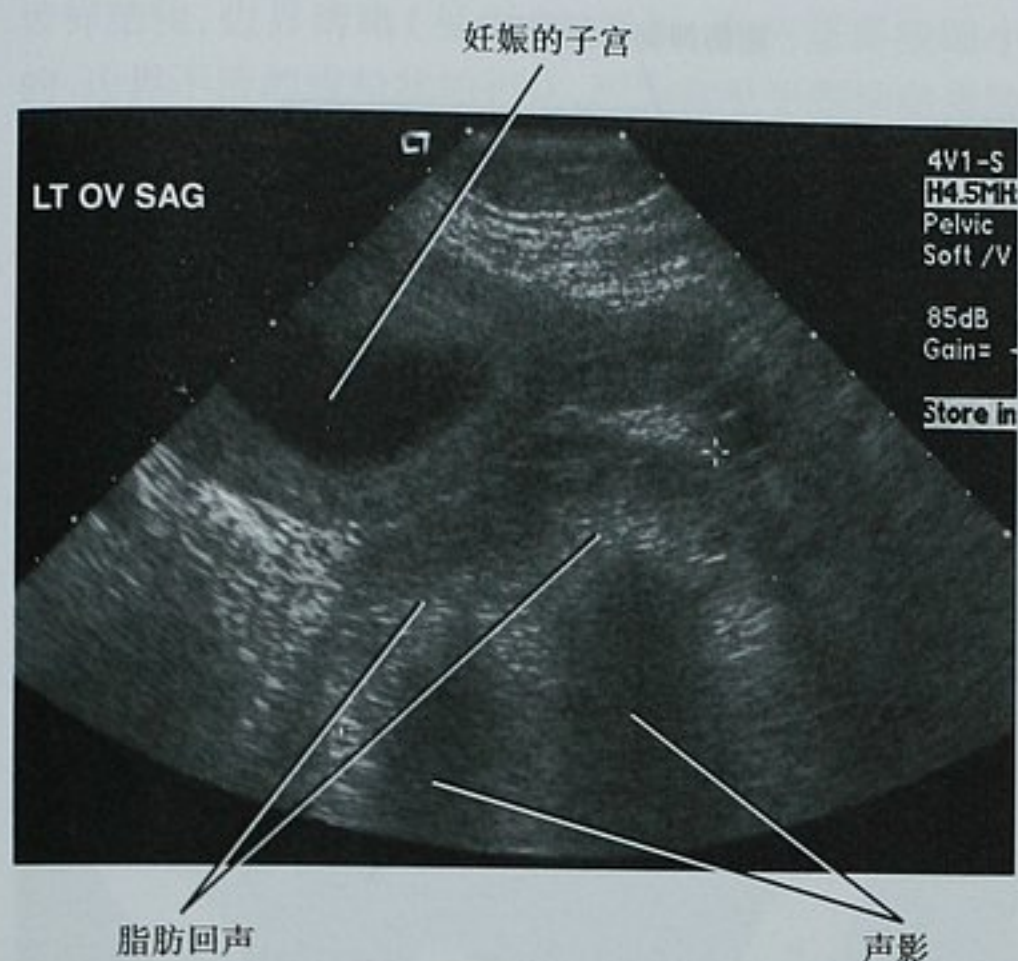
被证实的左侧卵巢成熟囊性畸胎瘤中的脂肪声影的超声表现(冰山征)。在妊娠的前 3 个月它表现为一个附件的肿块
